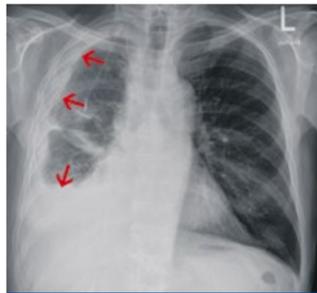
56-jähriger Patient, im konventionellen Bild der Lunge (a) randständige Verdickung (Pfeile), in der Computertomographie (b) Nachweis einer randständigen Tumoraussaht.
